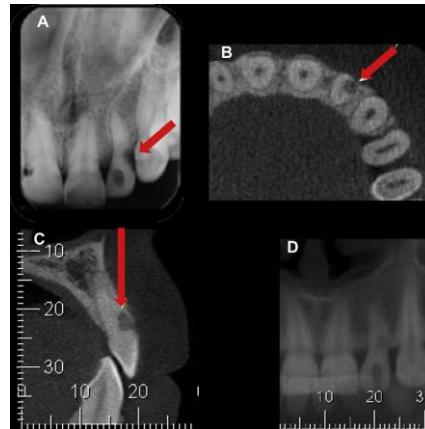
Comparación de una radiografía dentoalveolar y la CBCT en un problema de reabsorción radicular (Fuente: Estrela, C. et al. Method to Evaluate Inflammatory Root Resorption by Using Cone Beam Computed Tomography. Journal of Endodontics. Volume 35, Number 11, November 2009)
